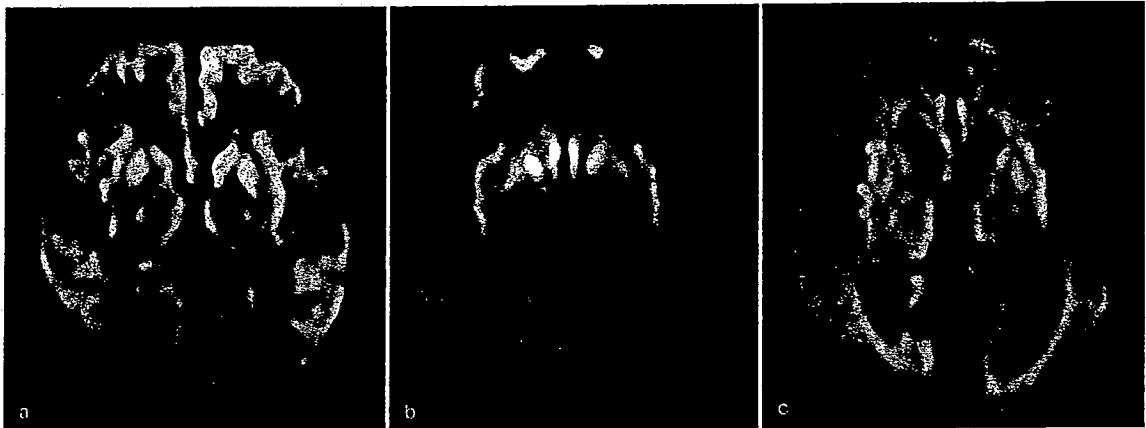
孤発性CJDの脳MRI, 拡散強調画像所見
